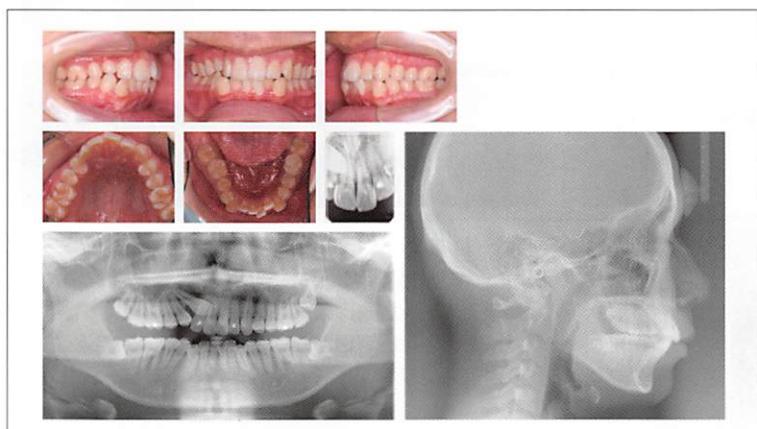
<症例1> 初診時の口腔内写真とパノラマX線写真、側面セファログラム
